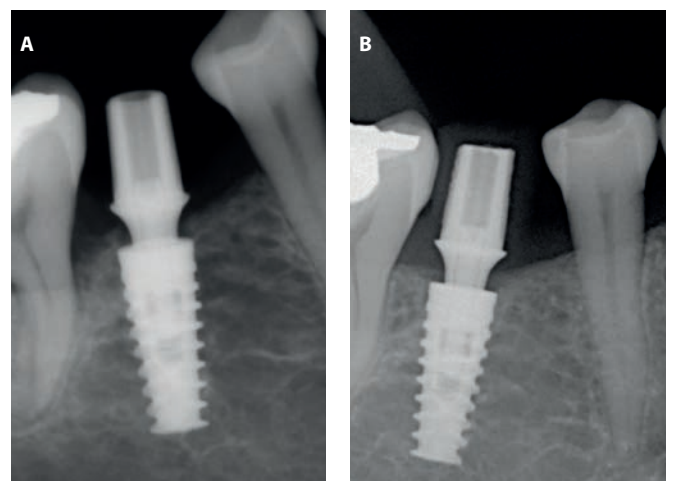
(A) Radiografia periapical imediatamente e, (B) após 1 ano e 2 meses de região mandibular posterior reabilitada com implante Cone Morse e carregado imediatamente de outro caso clínico.
